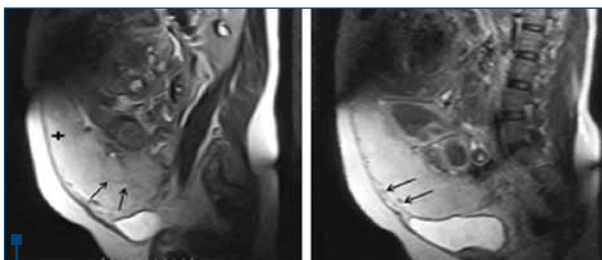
Aspect RMN placentă accreta⁽¹⁸⁾
